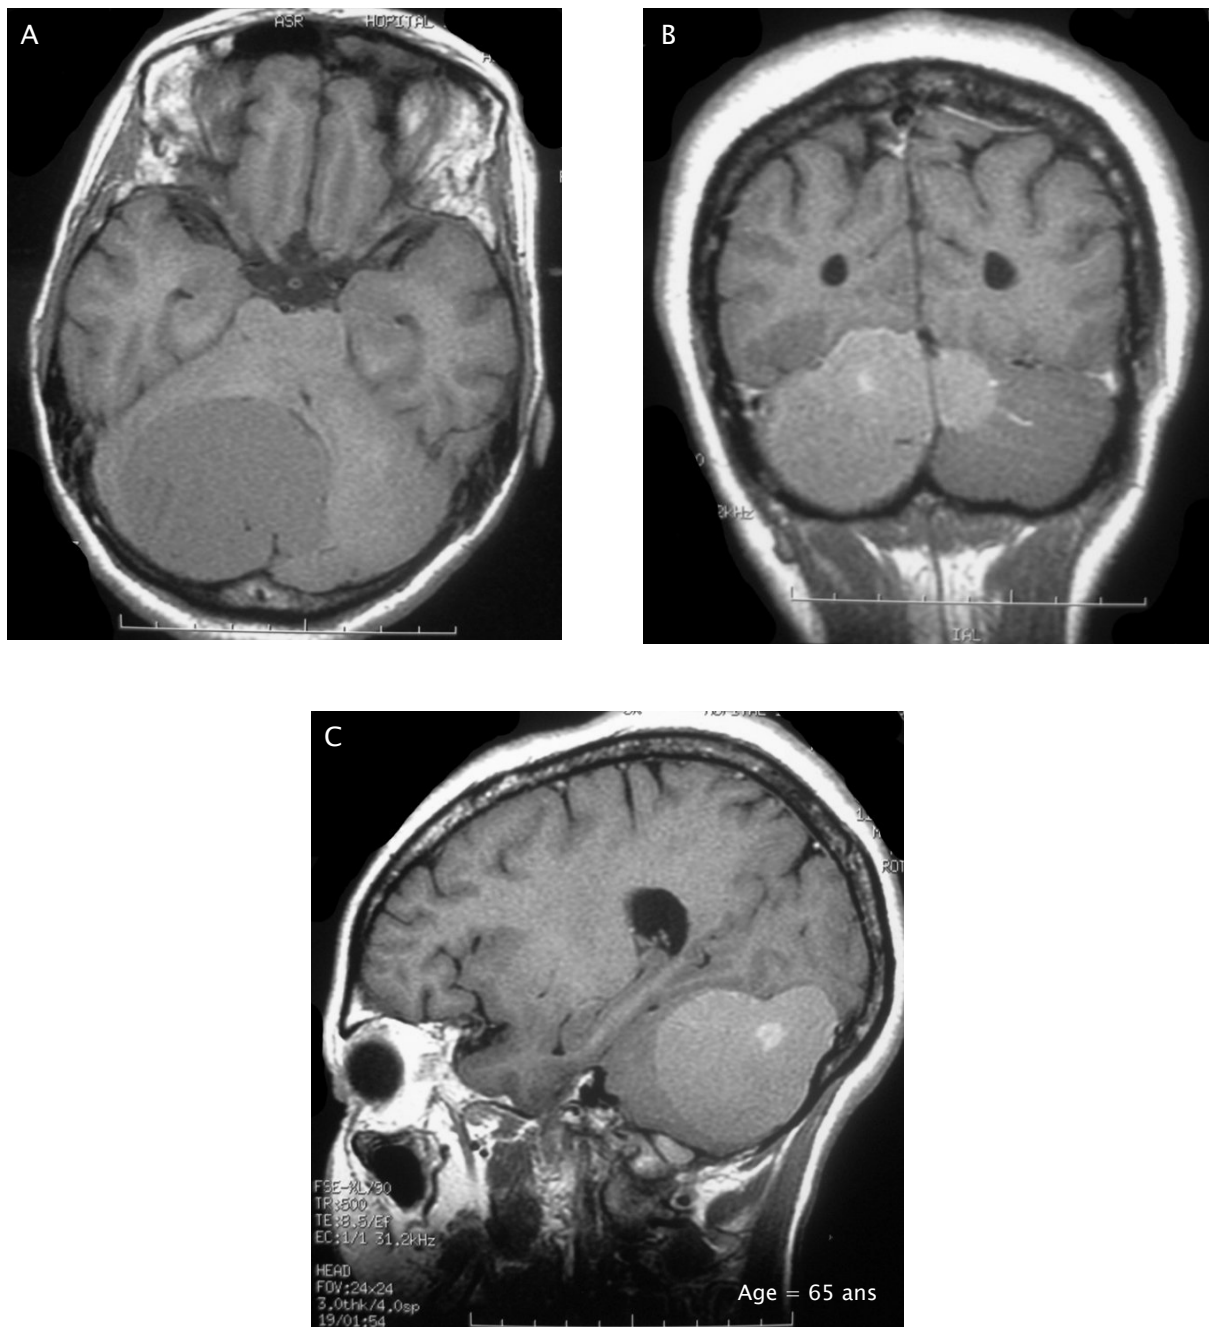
IRM en coupe axiale en séquence T1 non injectée (A), en coupe coronale (B), sagittale en séquence T1 injectées : lésion occupant la tente du cervelet, de forme ovoïde et de contours lobulés, en hyposignal T1, rehaussée de façon intense et homogène, avec zones hémorragiques : Méningiome de la tente du cervelet.
